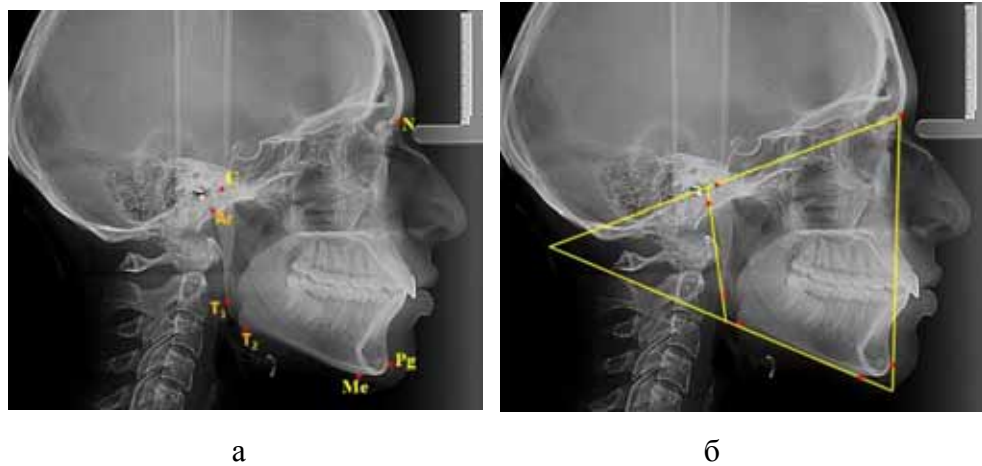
Основные точки (а) и линии (б), используемые в качестве главных ориентиров для сопоставления телерентгенограмм
